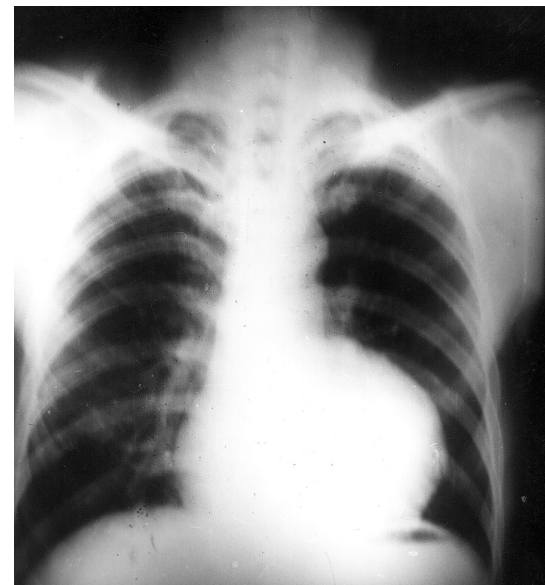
Гигантская аневризма ушка левого предсердия, рентгенограмма грудной клетки, прямая проекция. Тень сердца существенно расширена, в основном влево.
